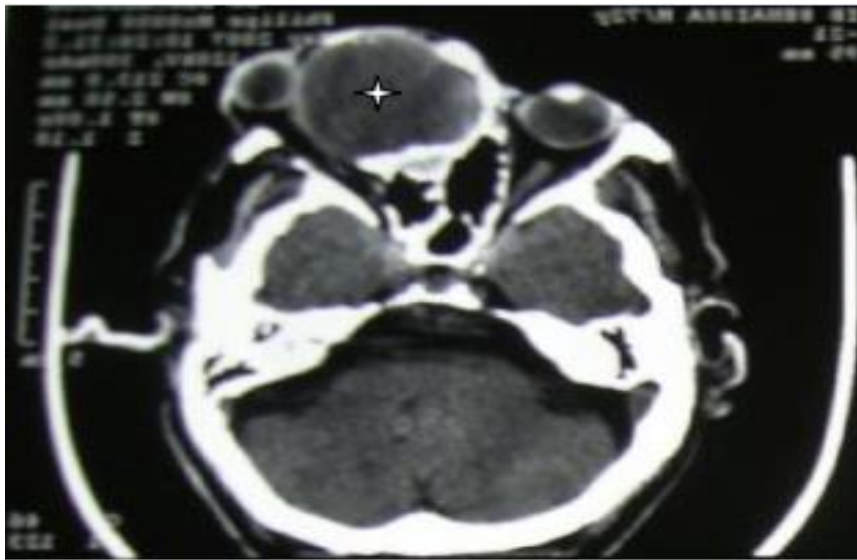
TDM en coupe axiale : volumineuse mucocèle fronto-ethmoïdale refoulant le globe oculaire[42].
